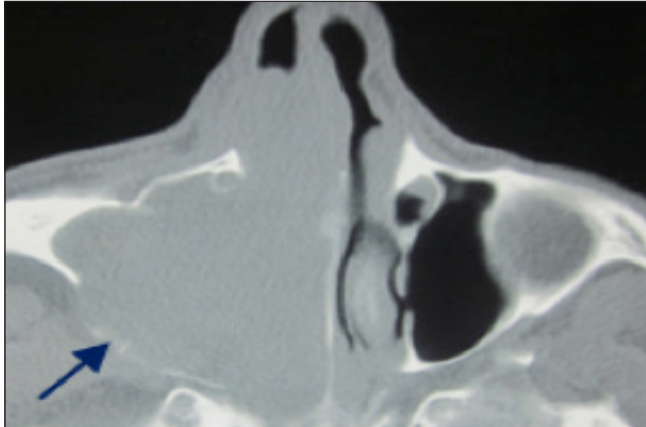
TDM du massif facial en coupe axiale: formation comblant le sinus maxillaire droit et la fosse nasale droite, ostéolyse des parois postéro-latérale et médiale du sinus maxillaire.
